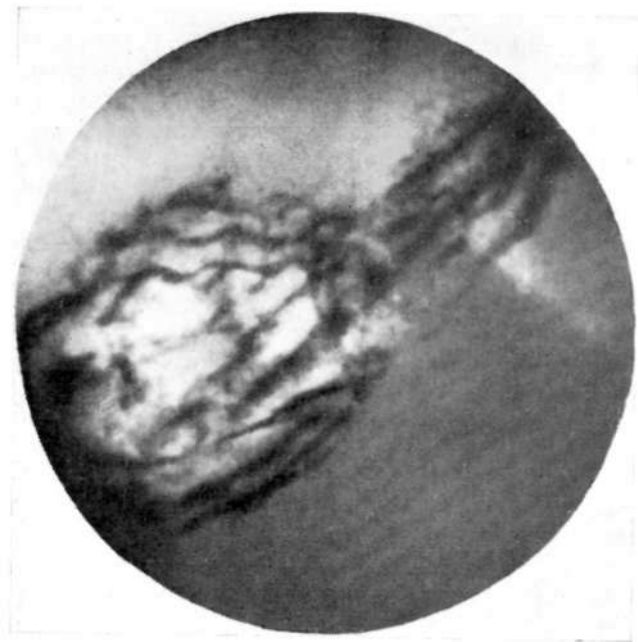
Прицельная рентгенограмма грыжевого выпячивания. Расширенное пищеводное отверстие диафрагмы (симптом кольца).
